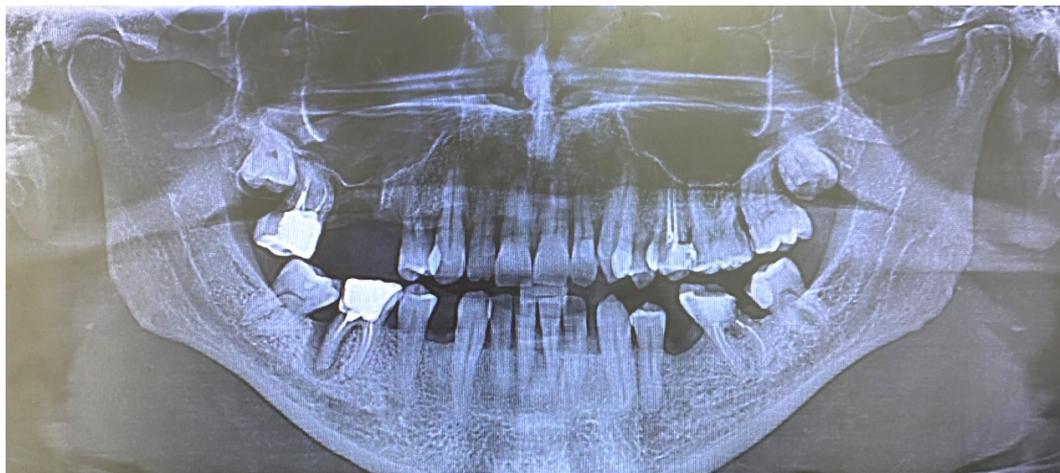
Панорамный реформат КЛКТ челюстей пациента С., 48 лет, № истории болезни 76, с рентгенологической картиной генерализованного пародонтита средней степени тяжести
